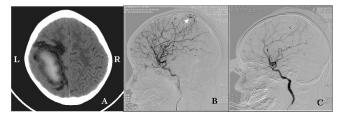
Paciente 30. TC de ingreso demuestra un HIC fronto-parietal izquierdo. a. Una micro MAV de la arteria pericallosa de 1.2 cm grado 1 de Spetzler-Martin (flecha) fue eliminada en su totalidad vía microneuroquirúrgica en b y c.
